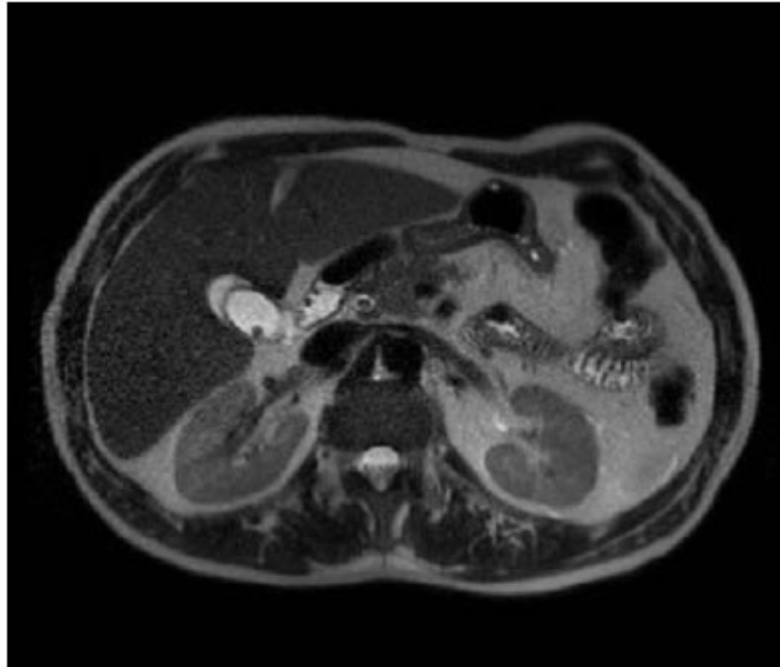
Resonancia magnética, secuencia axial potenciada en T2. Vesícula distendida, paredes gruesas con cálculos en su interior. Colédoco de 10 mm, con cálculo de 5 mm.
